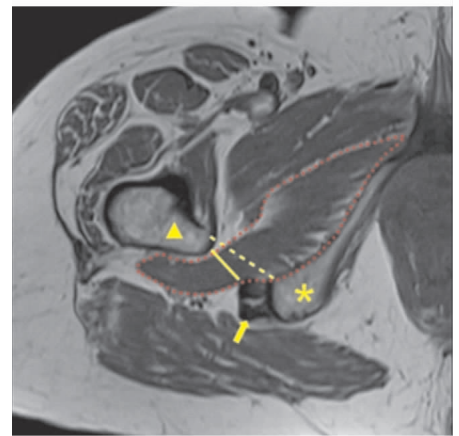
MRI 图像测量 IFS 和 QFS(黄色虚线所示为 IFS, 黄色实线所示为 QFS, 星号所示为坐骨结节, 三角形所示为小转子, 箭头所示为腘绳肌腱, 红色虚线所示为股方肌)(图片来自上海交通大学附属第六人民医院骨科病例资料)
